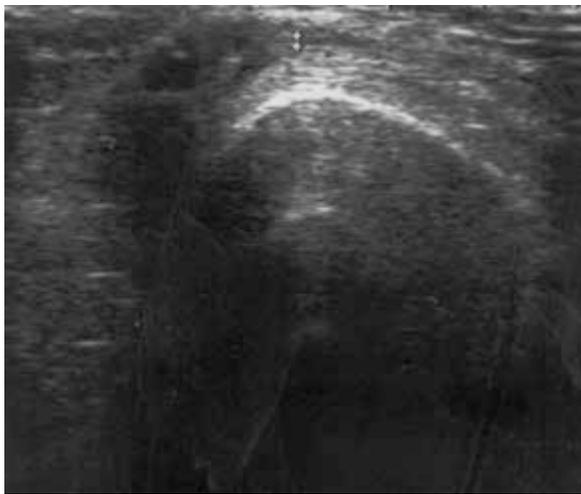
УЗИ коленного сустава через 6 месяцев после введения Т
